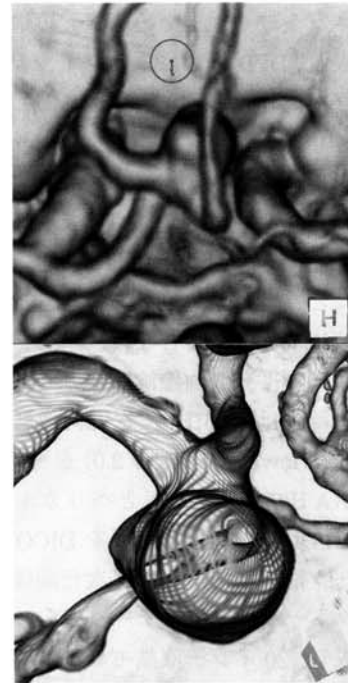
未破裂前交通動脈瘤例の三次元造影CT画像
